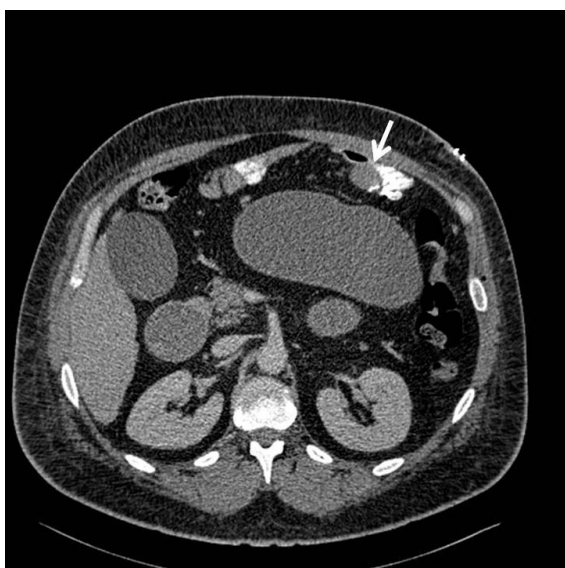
TC abdominal. Dilatación del remanente gástrico
